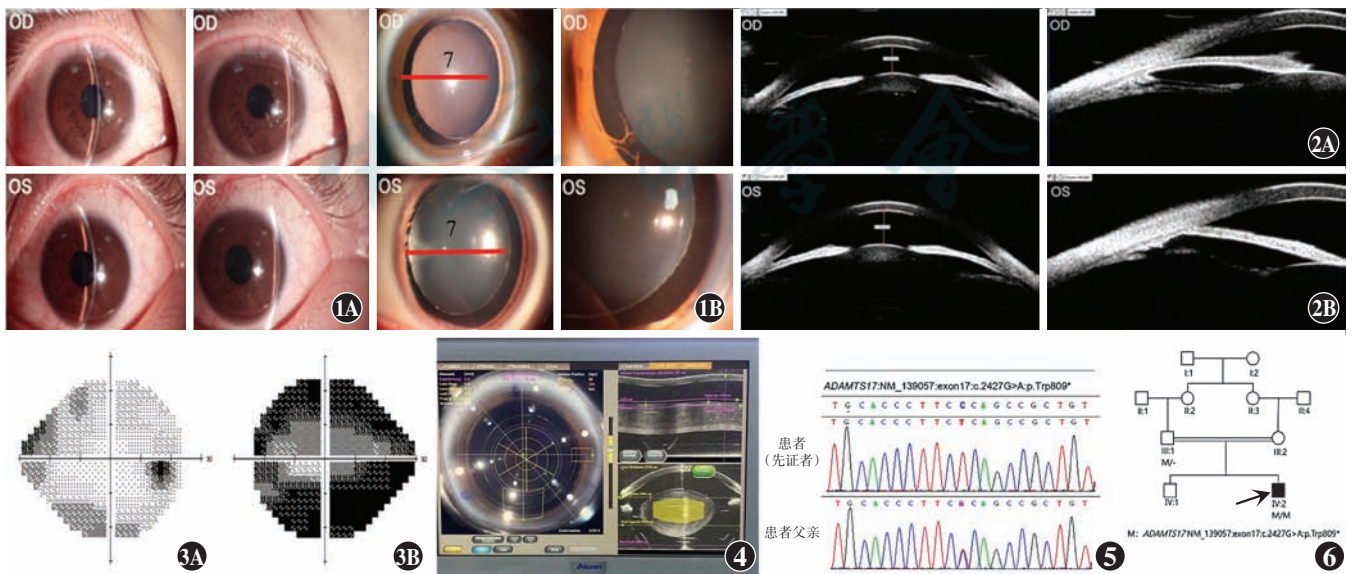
双眼裂隙灯显微镜图像 A: 中央前房深约 2 CT, 周边前房深约 1/3 CT, 虹膜纹理清晰, 晶状体呈球形 B: 扩瞳后可见 360°晶状体赤道部, 双眼晶状体直径小, 悬韧带稀疏。右眼晶状体直径 7.6 mm, 左眼 7.8 mm OD: 右眼; OS: 左眼 图 2 双眼超声生物显微镜图像 A: 右眼浅前房, 前房中轴深度 1.68 mm; 周边房角关闭, 悬韧带细长过伸 B: 左眼浅前房, 前房中轴深度 2.03 mm; 周边房角关闭, 悬韧带细长过伸 OD: 右眼; OS: 左眼 图 3 双眼中心 24°视野图像 A: 右眼鼻侧视野缺损伴阶梯 B: 左眼管状视野 图 4 左眼术中 OCT 图像 晶状体似球形, 悬韧带异常 图 5 该家系基因测序分析结果 患者为 *ADAMTS17*(NM\_139057) 基因纯合突变 [c.2427G>A(p.Trp809<sup>\*</sup>)], 其父亲在相同位点为杂合突变 图 6 该家系家系图 □: 正常男性; ○: 正常女性; ■: 男性患者; □: 男性携带者; ↗: 先证者; —: 近亲结婚
